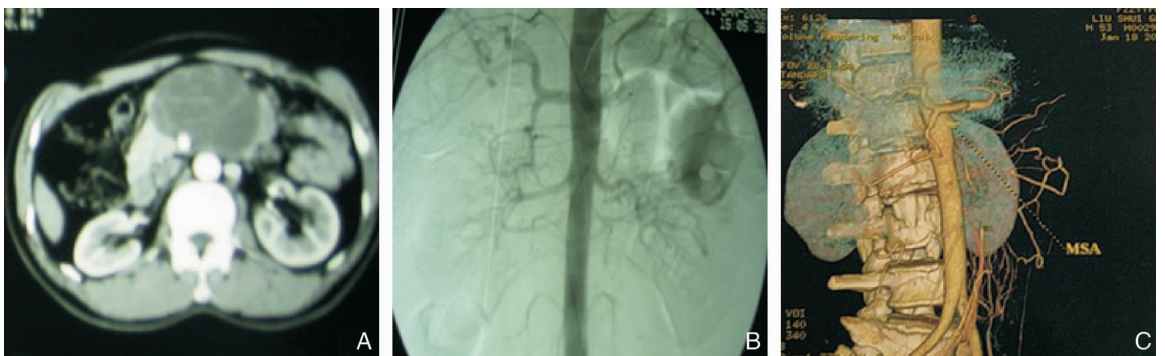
患者影像资料 A:CT提示SMA与腹膜后肿瘤关系密切;B:腹主动脉DSA检查;C:PET(MSCTA)检查
